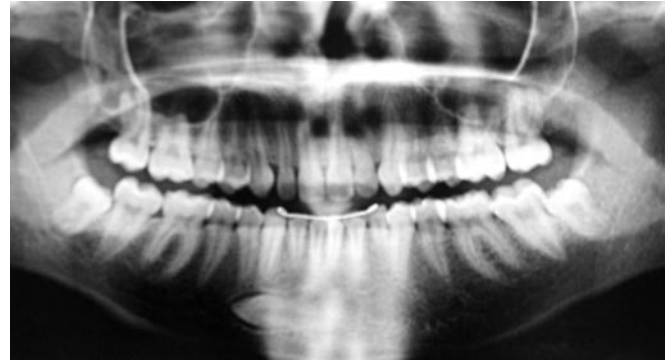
Ortopantomografía previa a la intervención. Se observa el canino inferior izquierdo transmigrado, así como el canino temporal ocupando su lugar en la arcada.
